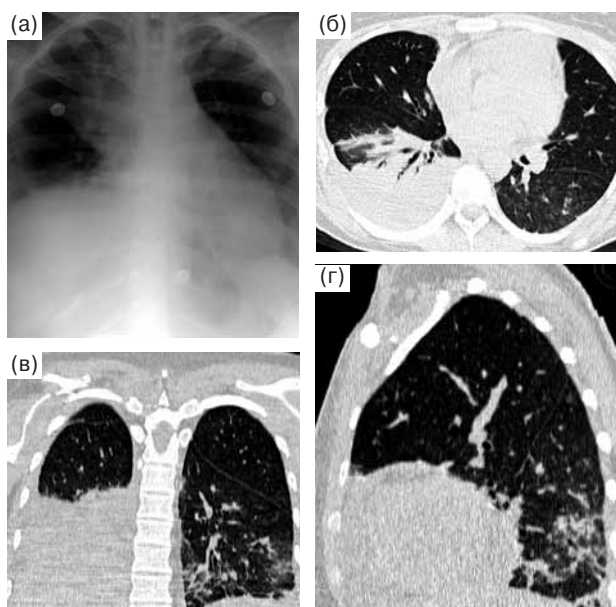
Лимфогранулематоз, левосторонняя нижнедолевая пневмония. На рентгенограмме (а) определяются расширение срединной тени вправо за счет увеличения лимфатических узлов переднего средостения, жидкость в правой плевральной полости, расширение тени сердца. На аксиальном срезе (б) обнаруживаются жидкость в правой плевральной полости и компрессионный ателектаз нижней доли правого легкого, в котором видны воздушные просветы бронхов. На реформациях в прямой (в) и боковой (г) проекциях выявляется пневмоническая инфильтрация в нижней доле левого легкого.
